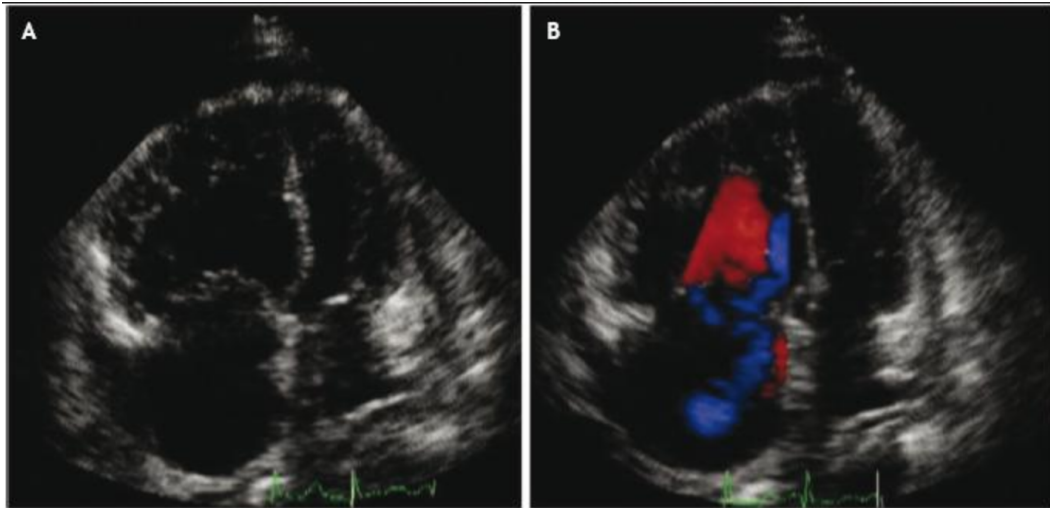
Signos indirectos de TEP en Ecocardiografía [39].
